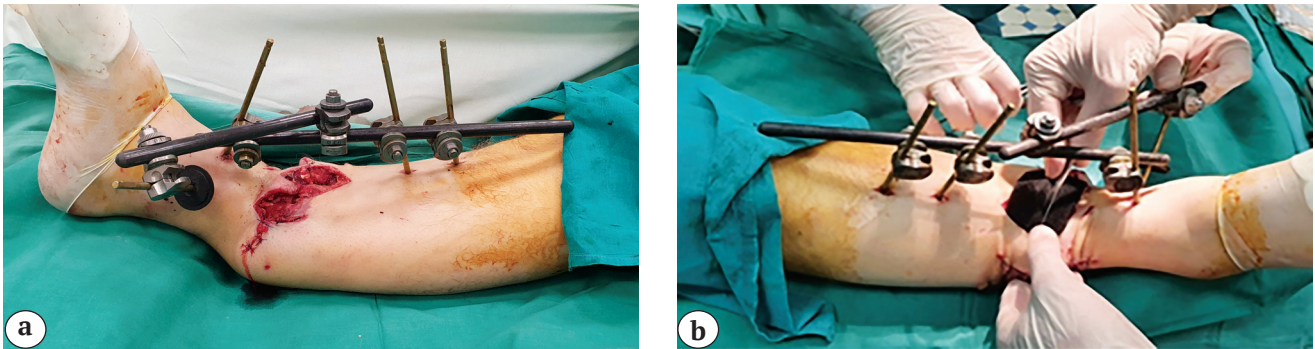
Вид и рентгенограммы правой голени после повторной ПХО:
